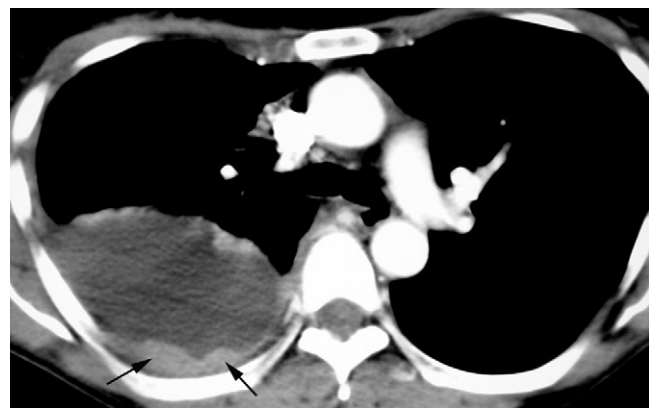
Coupe TDM en fenêtre médiastinale. Épanchement pleural avec épaississement polylobé (flèches) de la plèvre pariétale postérieure : métastase à la biopsie pleurale d'un adénocarcinome lobaire supérieur droit.
